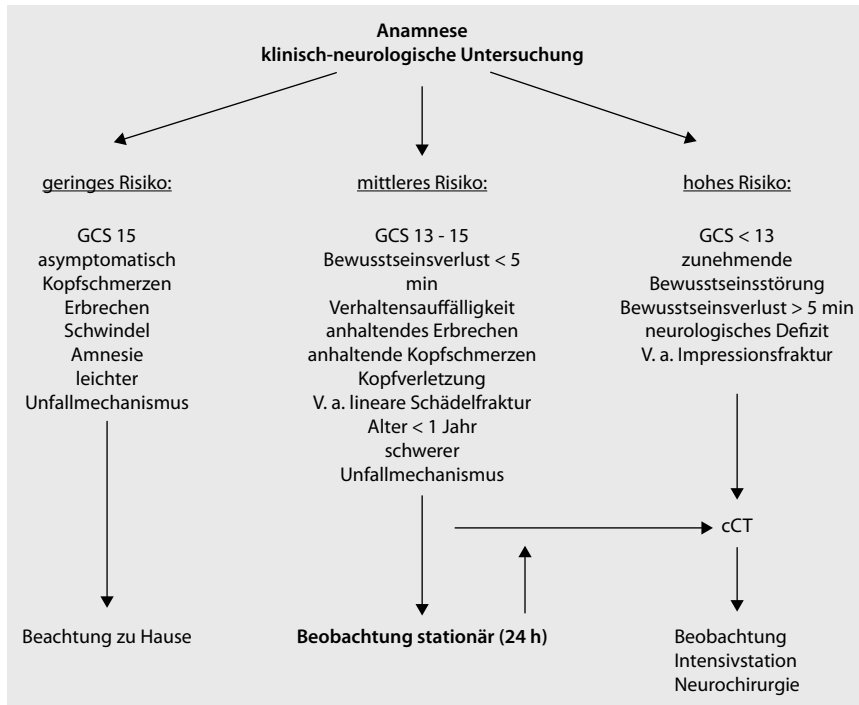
▲ Managementkonzept für Kinder und Jugendliche mit SHT (Schädel-Hirn-Trauma), cCT kraniale Computertomographie, GCS Glasgow-Coma-Scale, V.a. Verdacht auf
